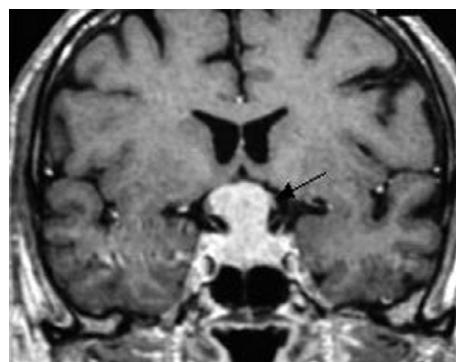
A) IRM cérébrale chez une femme de 57 ans avec hémianopsie bitemporale. Séquence T1 après injection dans le plan coronal : lésion à développement intrasellaire et à extension suprasellaire, en forme de « bonhomme de neige » ou de « 8 » (forme liée à la constriction du diaphragme sellaire), prenant le contraste de manière homogène. La tige pituitaire n'est plus visible. Important refoulement du chiasma optique (flèche). Pas d'envahissement des loges caverneuses.
